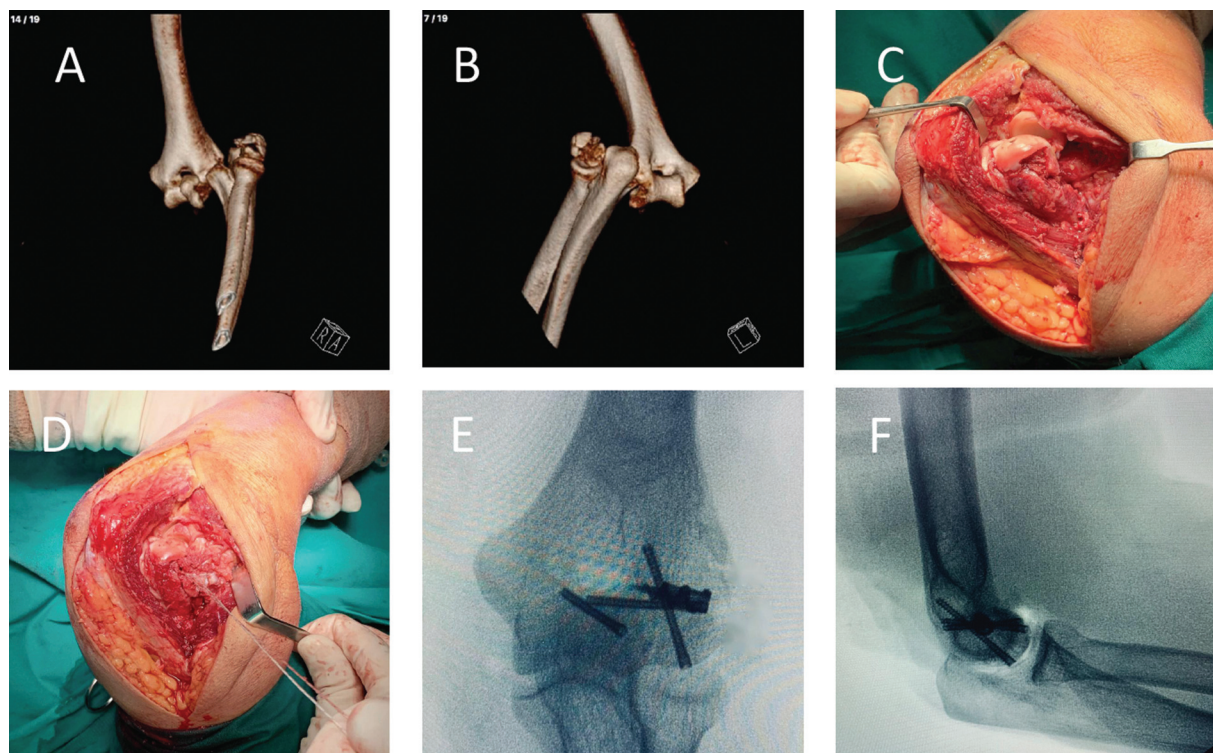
Luxofractura complicada de codo. Reporte de caso. (A) Reconstrucción tridimensional (3D) de tomografía computarizada (TC), visión anterior del codo con compromiso del *capitellum* humeral. (B) Reconstrucción 3D de TC, visión posterior de codo con compromiso del *capitellum* y de la tróclea humerales. (C) Fijación de la fractura del *capitellum* y de la tróclea humerales con tornillos. (D) Ancla al nivel del epicóndilo lateral con ausencia completa de la inserción humeral del complejo colateral lateral. (E) Radiografía intraoperatoria anteroposterior. (F) Radiografía intraoperatoria lateral.
